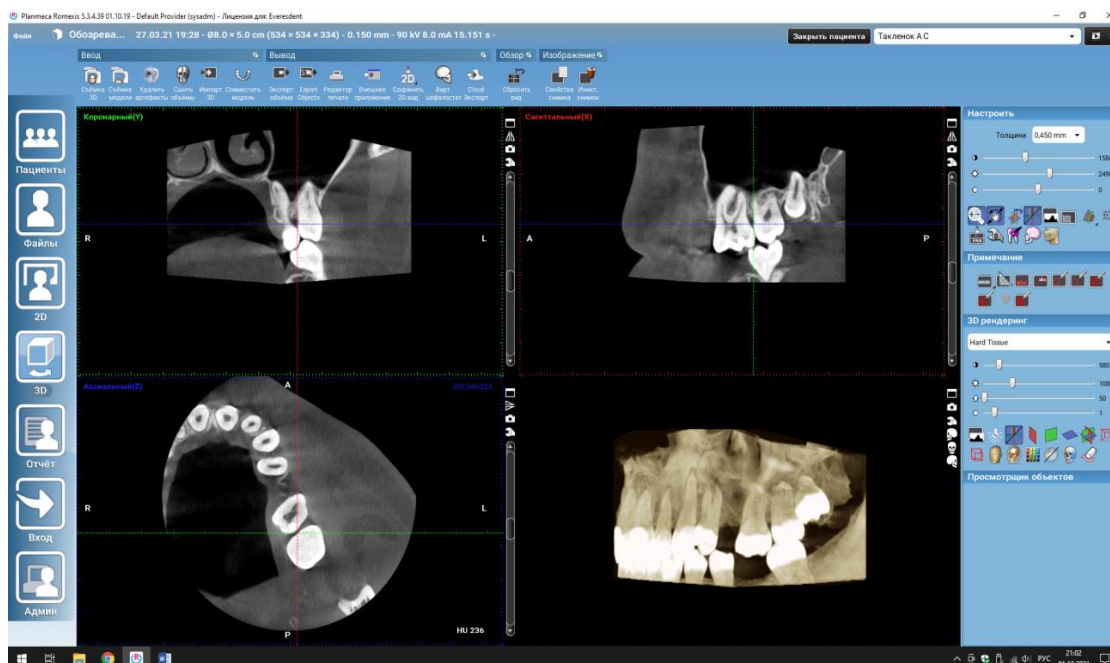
Конусно-лучевая компьютерная томография
